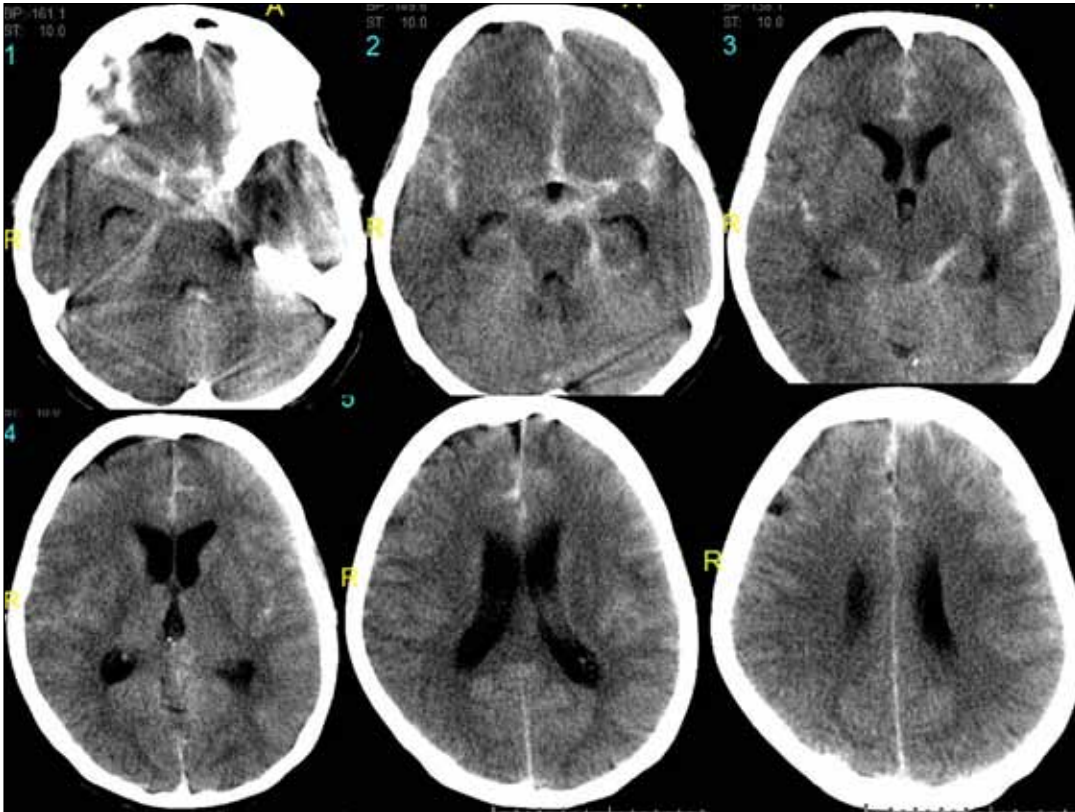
SAK ile başvuran hastanın BT'sinde sağ Sylvian fissürde belirgin yaygın kanama (üst sıra, kontrastsız) ve 3.ve 4.ventriküllerde kanama ve hidrosefali (alt sıra kontrastlı) ayrıca sağ frontal lob içinde lokalize pıhtı görünümü izlenmektedir.
